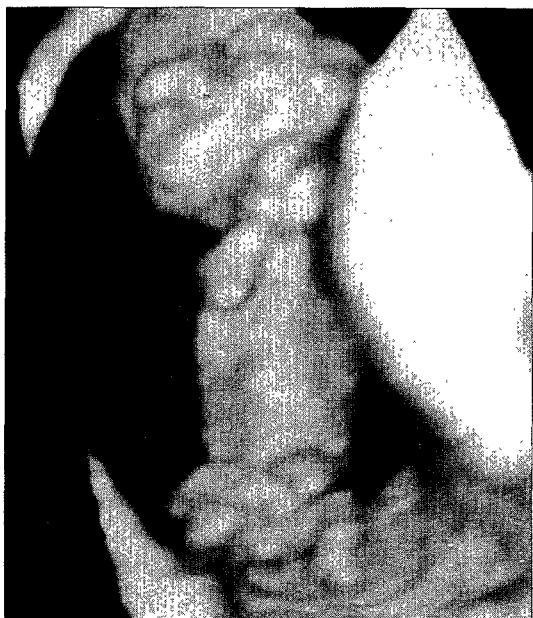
The image of anencephaly at 11³ weeks of gestation on three-dimensional transvaginal ultrasonography.
